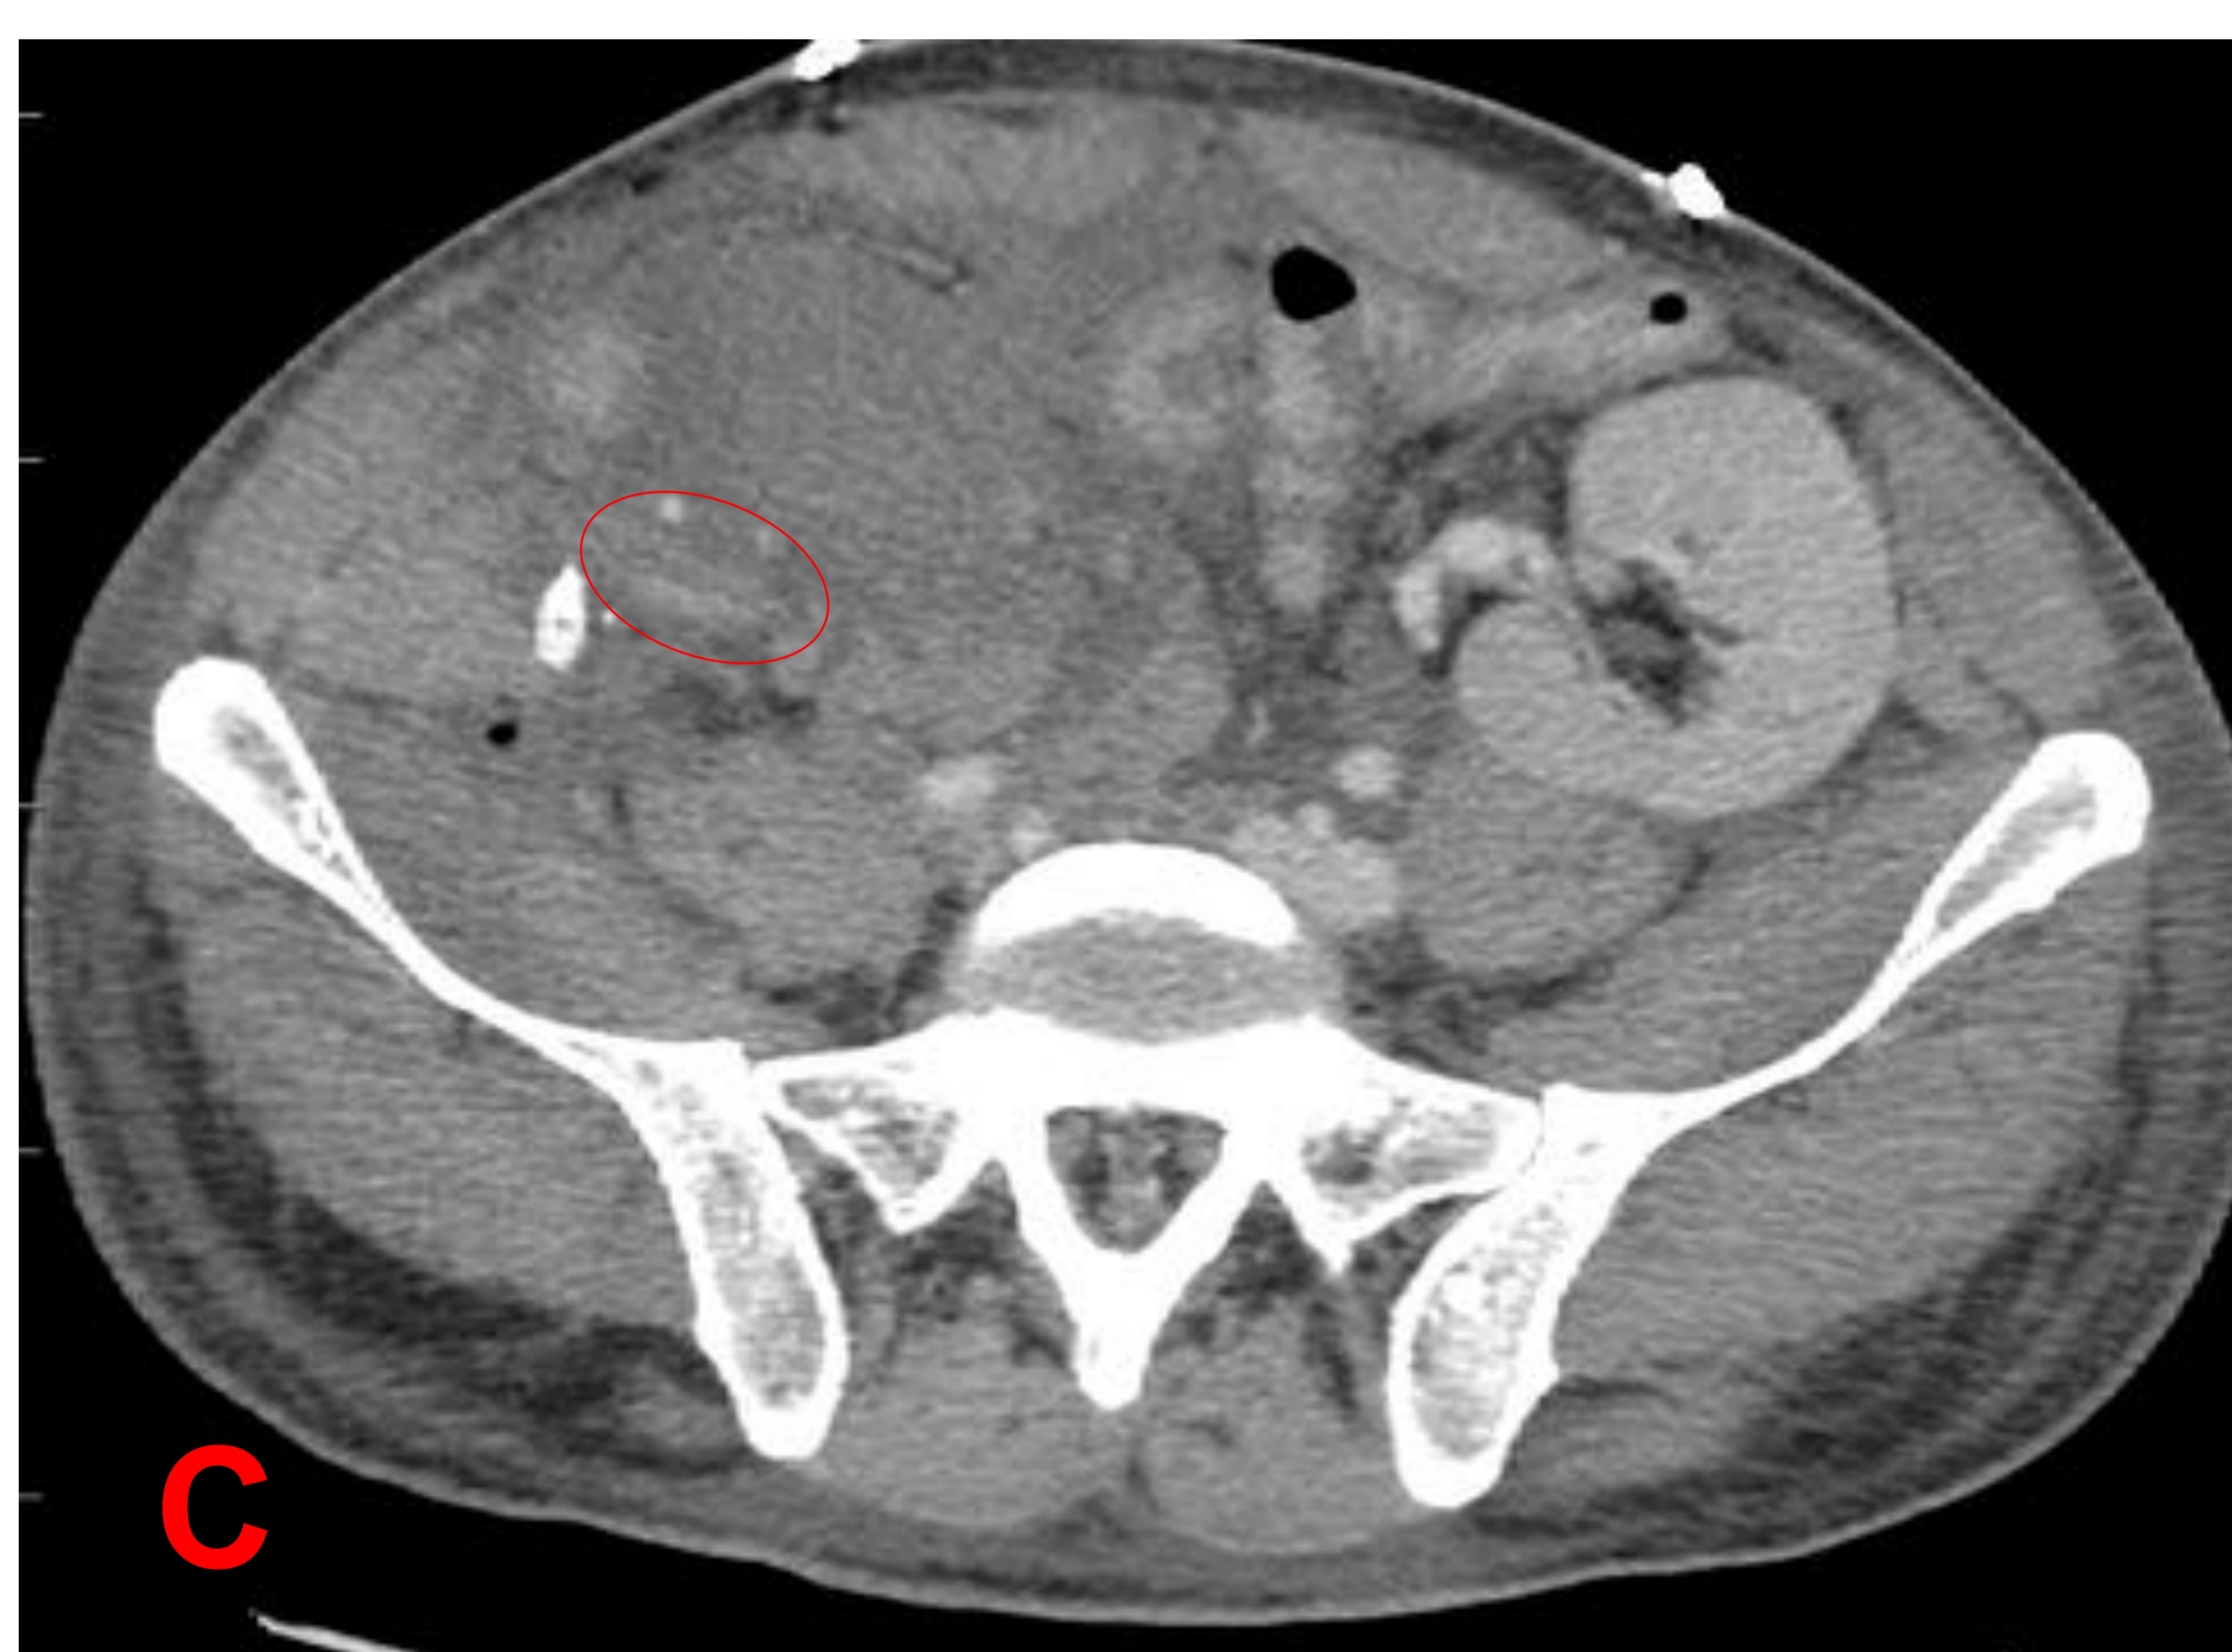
Imágenes A, B, C y D: TC de diferentes pacientes con trombosis vasculares. Imágenes A y B reconstrucciones MIP coronal, imágenes C y D misma foto de corte axial TC.
